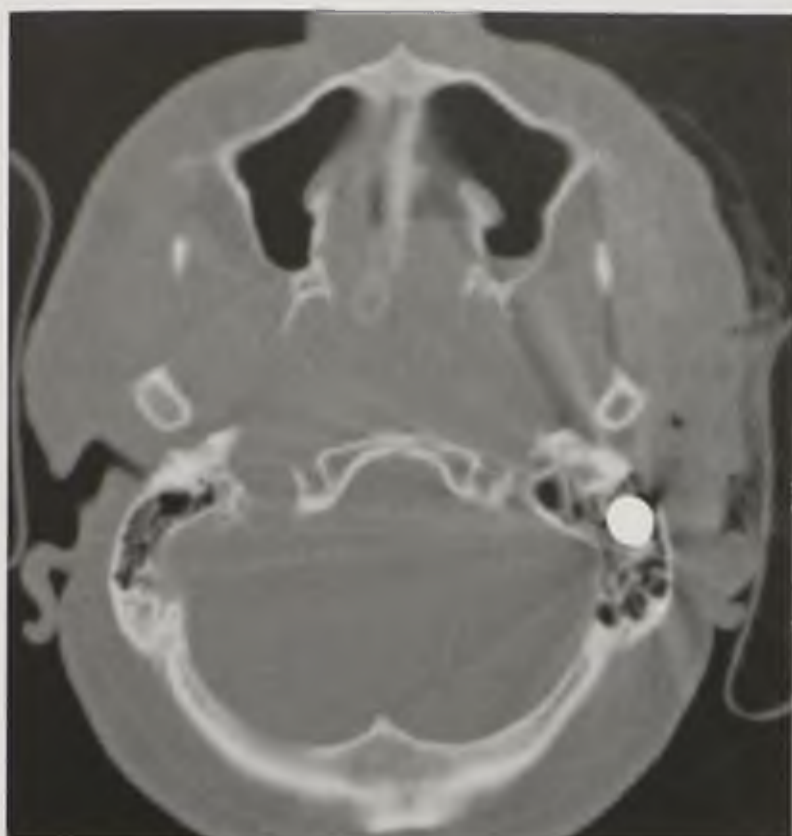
Компьютерная томограмма в аксиальной плоскости. Перелом пирамиды височной кости, кровь в ячейках сосцевидного отростка (стрелки)
